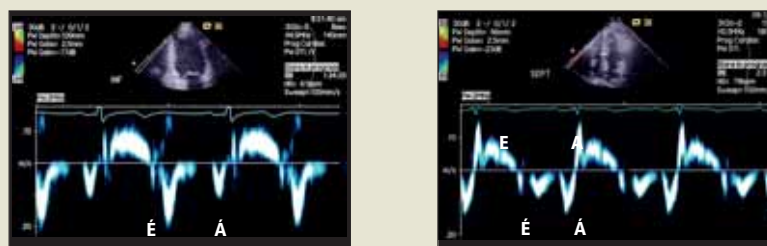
Parasternalt "långaxelsnitt" av vänster kammare, pulsad och vävnadsdoppler registrering från en frisk kontroll (bilder till vänster) och från en patient med njursvikt (bilder till höger).
